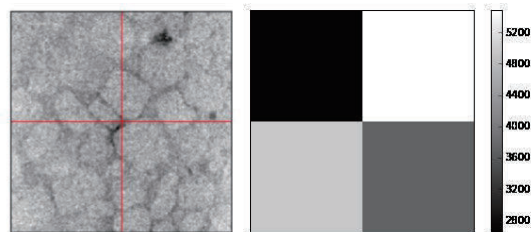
理想的な分散状態からのずれを示す平均二乗誤差 δ_{ij} マッピング(左図:CT 画像, 右図: δ_{ij} 分布図)
